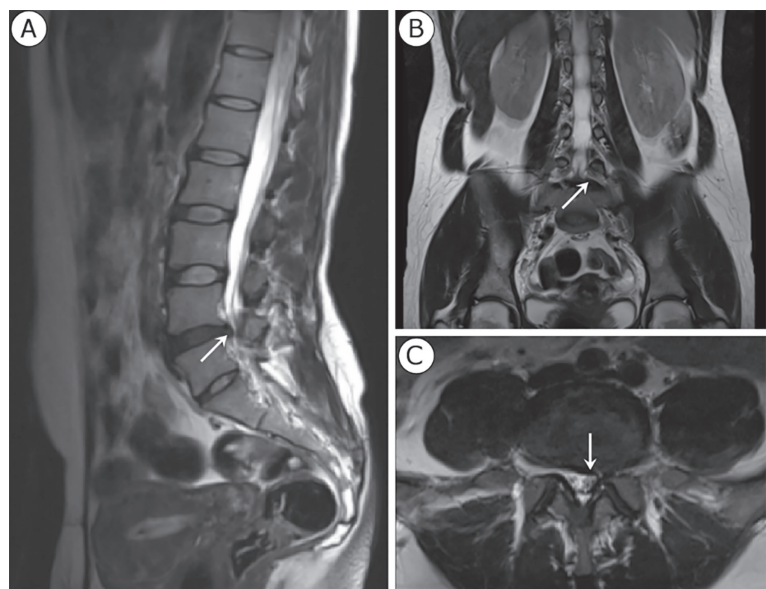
Secvențe IRM T2-ponderate (T2_tse_384, TR = 3500ms, TE = 98 ms) în proiecție sagitală (A), coronală (B) și axială (C). Săgețile indică extruzia discului intervertebral.
